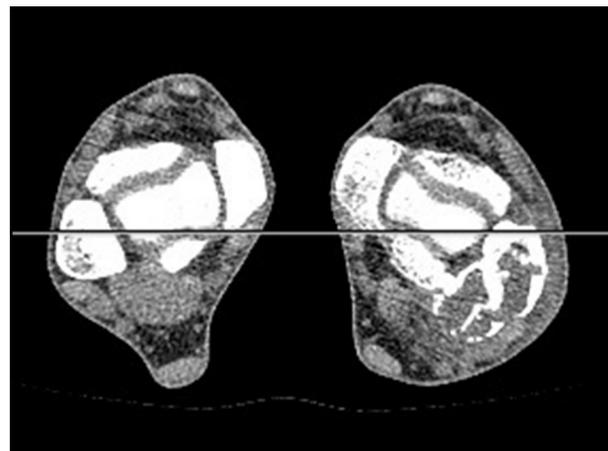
Tomografia computadorizada helicoidal de tornozelo bilateral após um ano da cirurgia.
